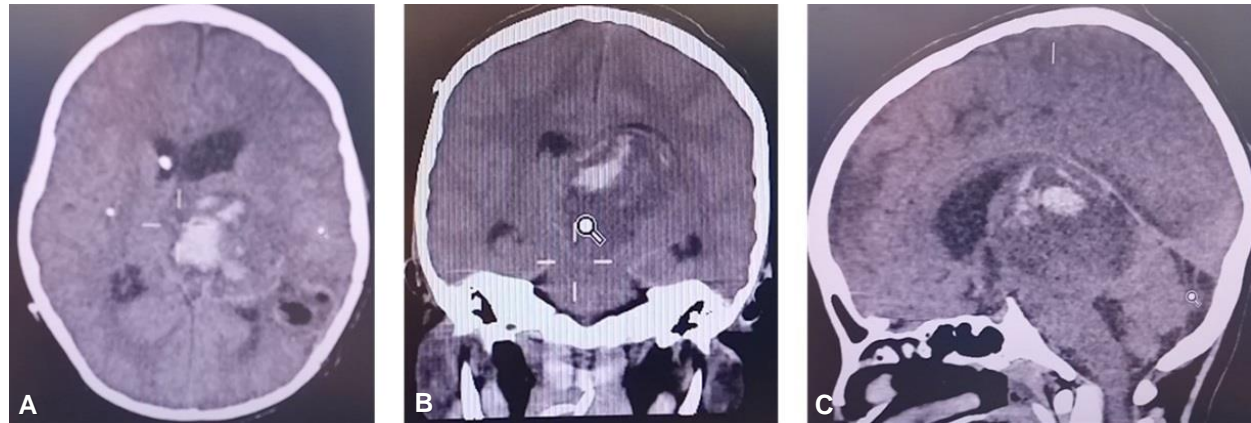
Tomografía cerebral sin contraste en vista (A) axial, (B) coronal y (C) sagital que muestra una lesión hiperdensa en región de núcleos basales en relación con sangrado postoperatorio en el lecho quirúrgico, y edema cerebral que produce compresión del tronco cerebral a nivel del mesencéfalo.
